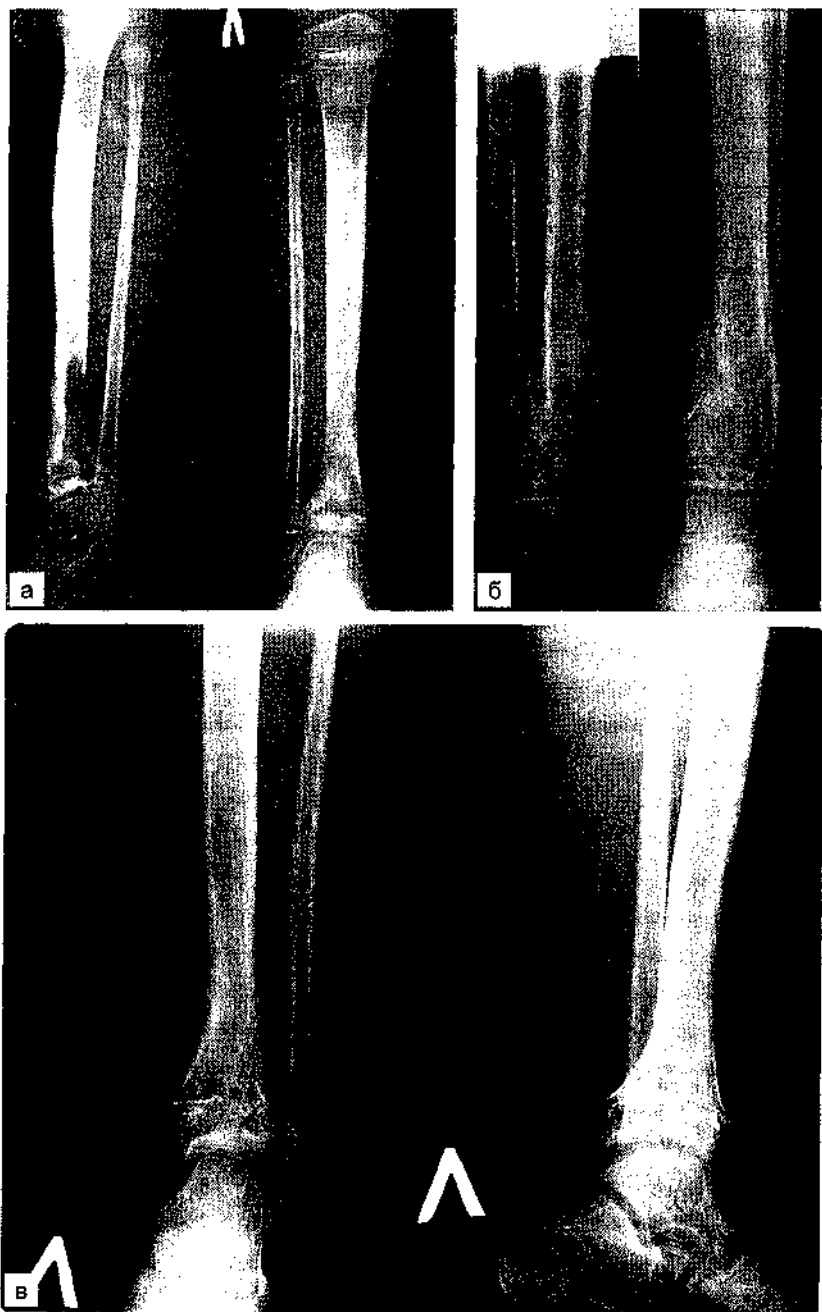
Рентгенограммы. Острый гематогенный остеомиелит у больной К.
